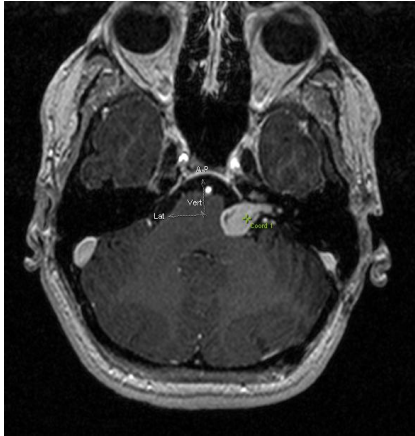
MRT-Aufnahme mit Kontrastmittel
